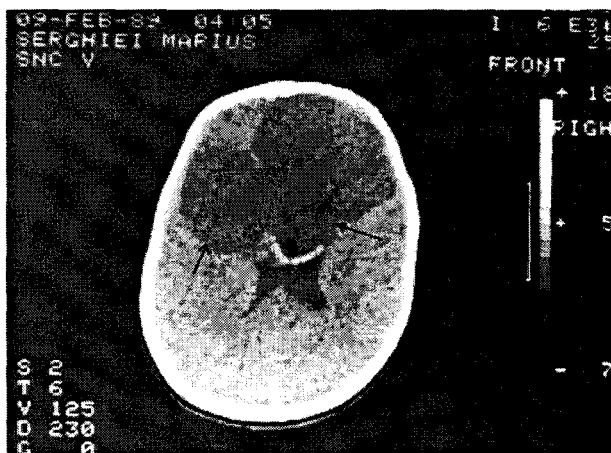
CT-scan: craniofaringiom recidivat.
